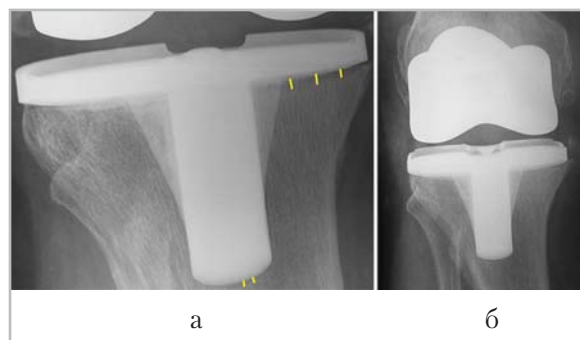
Цифровые рентгенограммы правого коленного сустава в прямой проекции, выполненные после ТЭПС (а — стандартная; б — микрофокусная с 5-кратным прямым увеличением изображения), состояние после ТЭПС. Отмечается умеренная зона разрежения костной ткани вокруг берцового компонента эндопротеза
